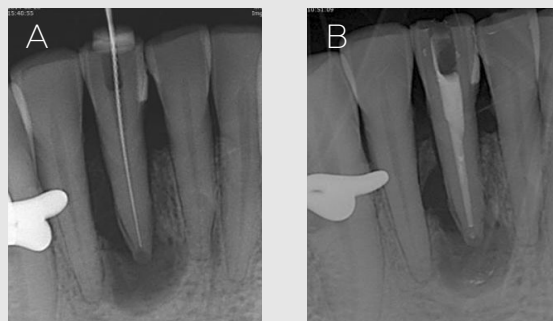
Periapical radiographs during and after the root canal treatment of the mandibular right central incisor. (A) Periapical radiograph revealing a vertical radiolucent line extending from the apex to the middle portion of the root along the bony defect at the distal aspect of the tooth. (B) Periapical radiograph after filling of root canal with gutta-percha points.
